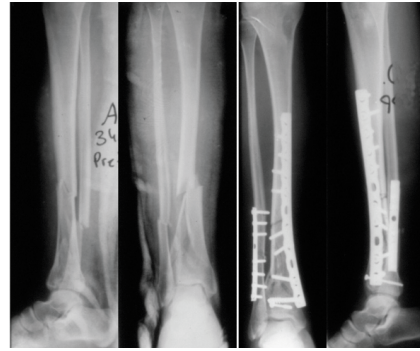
32 yaşında bayan hasta, yüksek enerjili travma sonucu oluşan pilon kırığı; a: Ameliyat öncesi grafi; b: Ameliyat öncesi bilgisayarlı tomografiler; c: Medialden tibiaya yonca yaprağı plak, lateralden fibulaya semitübuler plak uygulanmış hastanın ameliyat sonrası grafileri.
